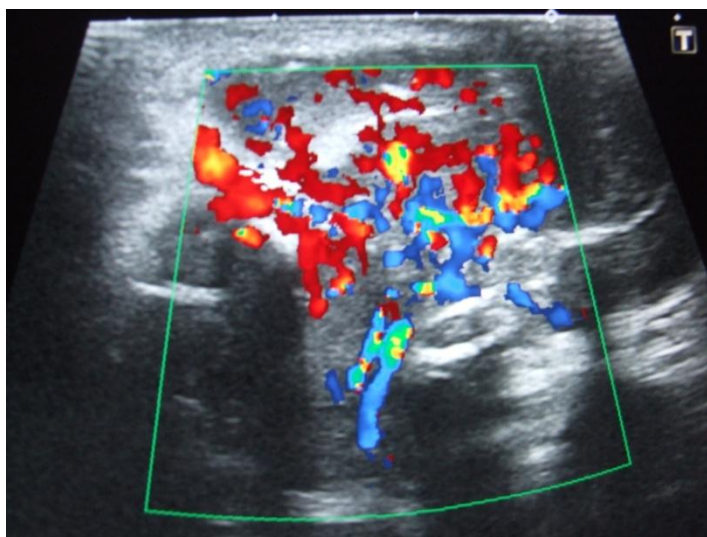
УЗИ-доплерография. Опухоль левой кисти имеет выраженную сосудистую сеть, богатую васкуляризацию.
